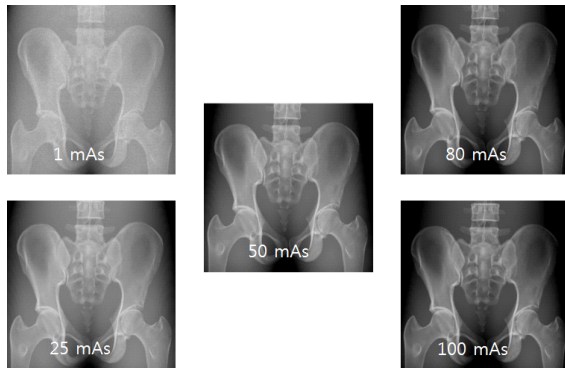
Comparative of image density with changes in tube current for a digital radiography.
